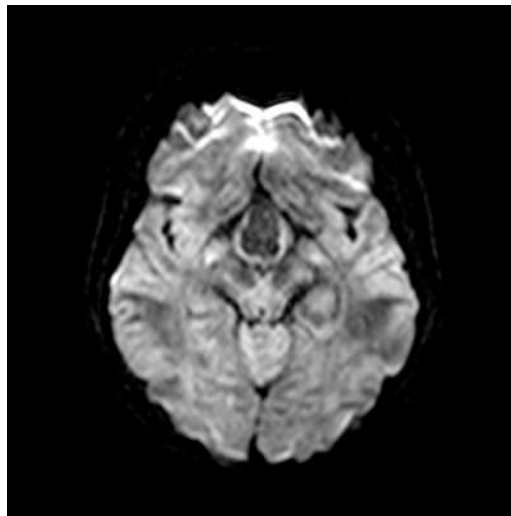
Спостереження №69. Дифузно зважені МР-знімки у DWI-послідовності пацієнта із КФ.
